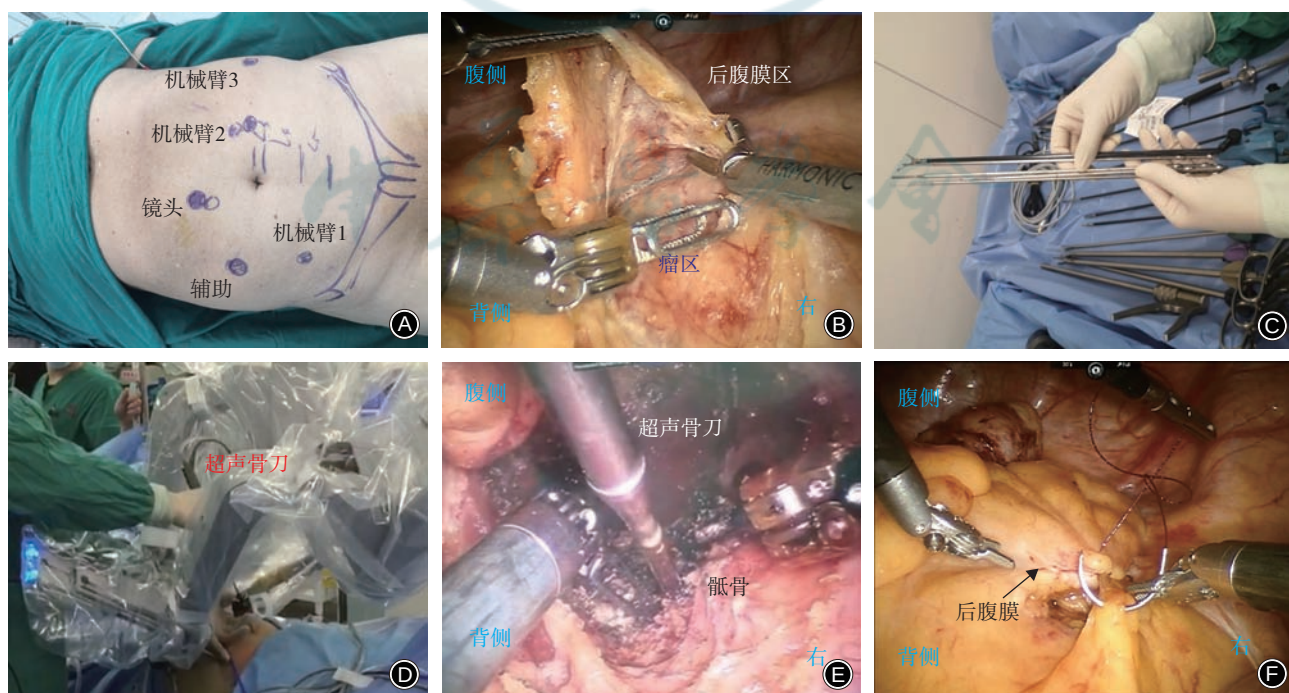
超声骨刀联合手术机器人操作图 A 机器人操作孔定位(紫色圆标记处) B 使用超声刀切开后腹膜,游离肿瘤表面血管等重要组织结构 C 根据机械臂的长度,匹配合适长度的超声骨刀 D、E 术中经辅助孔使用超声骨刀联合手术机器人进行开窗和截骨操作 F 连续缝合关闭后腹膜切缘
